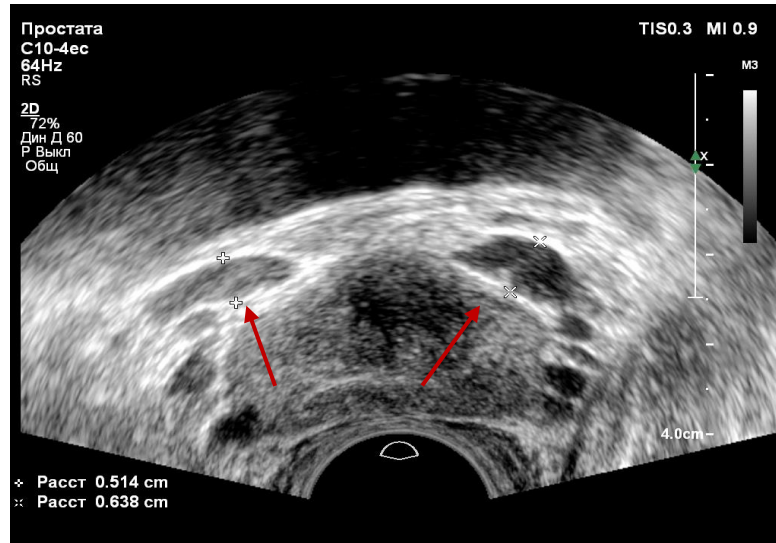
Эхограмма трансректального УЗИ. В-режим. Расширенные вены правого до 5,1 мм и левого до 6.4 мм парапростатического венозного сплетения (поперечное сечение) (стрелки)
